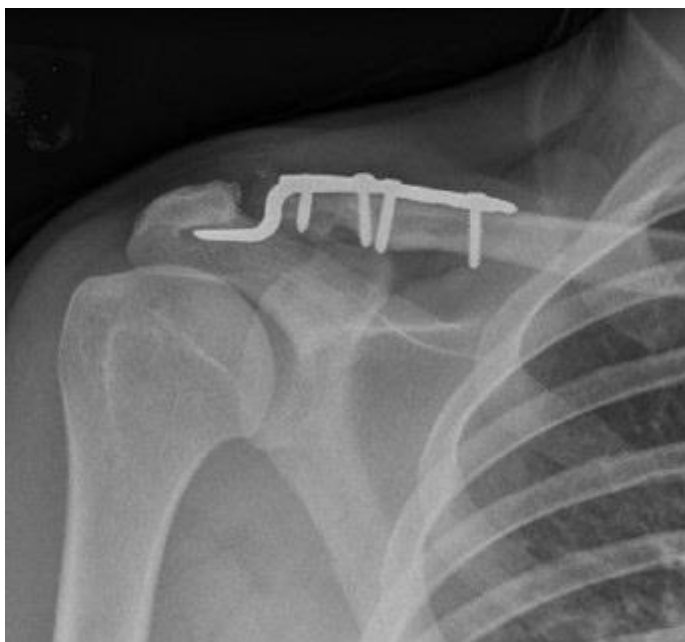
Рентгенограмма акромиально – ключичного сочленения после фиксации крючковидной пластиной
